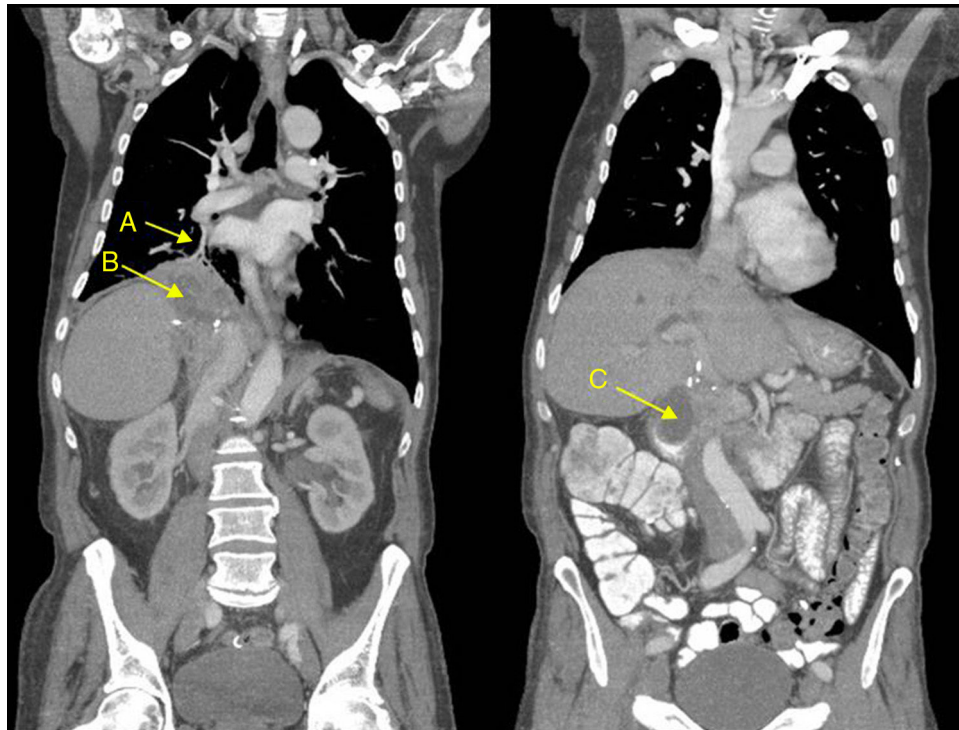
Cortes de reconstrucción multiplanar coronal en TC, realizada con contraste intravenoso. (A) Muestra el trayecto fistuloso del árbol biliar a bronquio de lóbulo inferior derecho. (B) Colección subfrénica derecha. (C) Colección subhepática.
